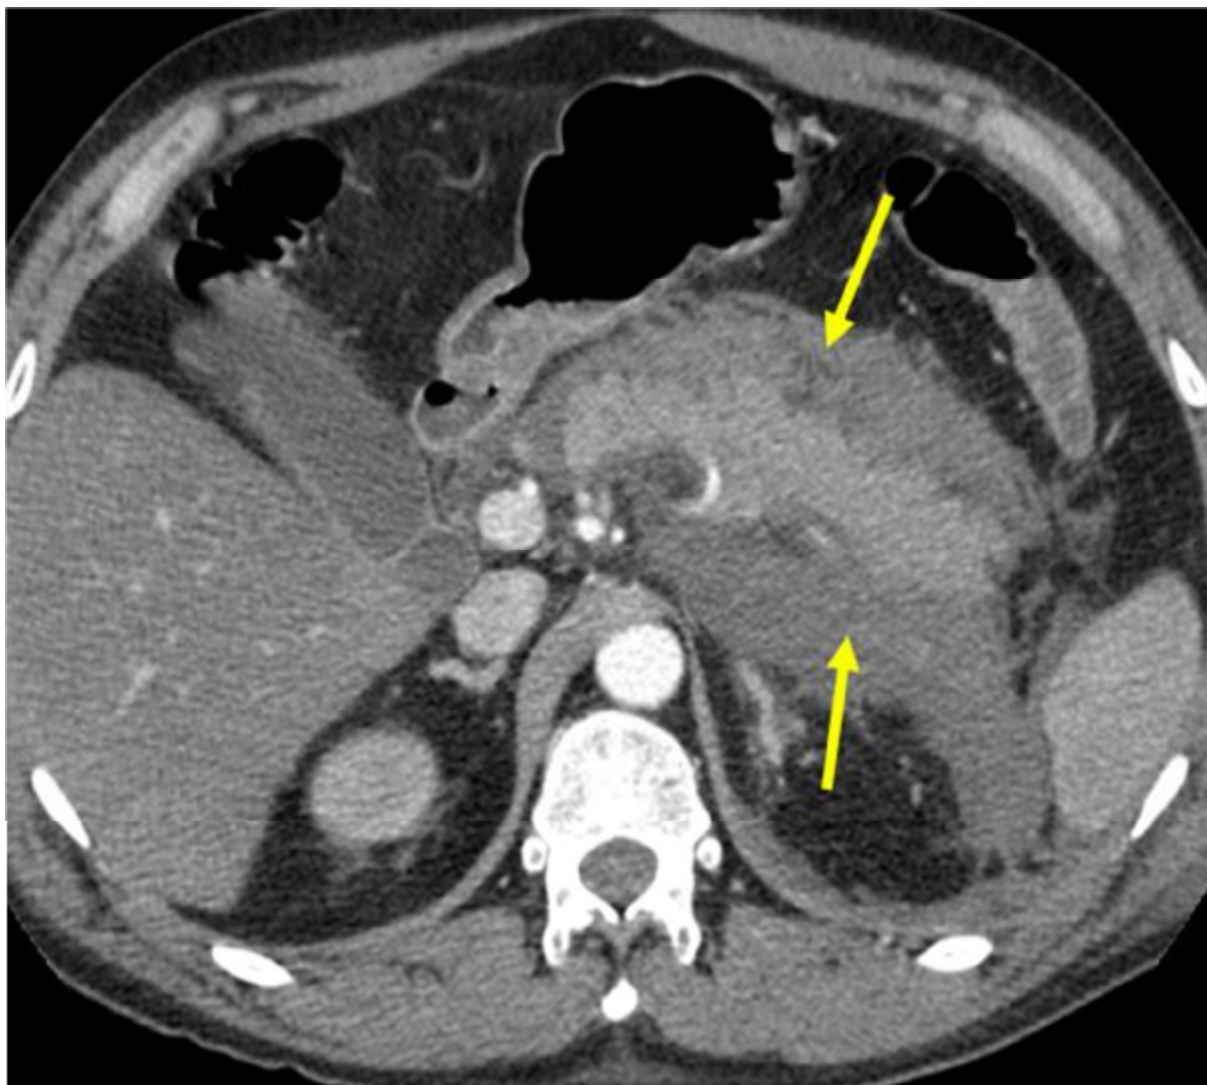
TDM abdominale montrant une pancréatite stade E de balthazar avec collection liquidienne péri-pancréatique (Flèche jaune)
